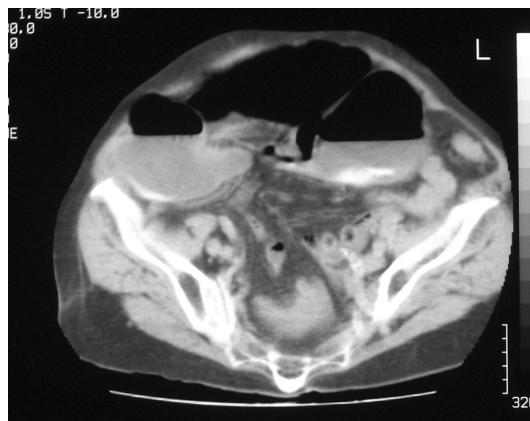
Tomografía axial computarizada con contraste intravenoso. Sección axial a nivel superior de la pelvis.
